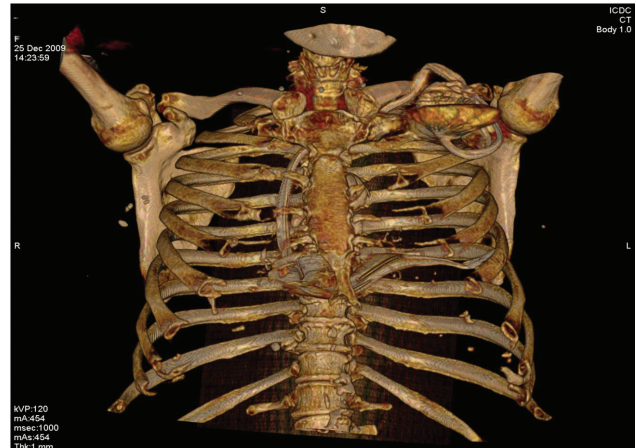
Трехмерная компьютерная томограмма. Эндокардиальный электрод (желудочковый) упирается в стенку грудной клетки.
